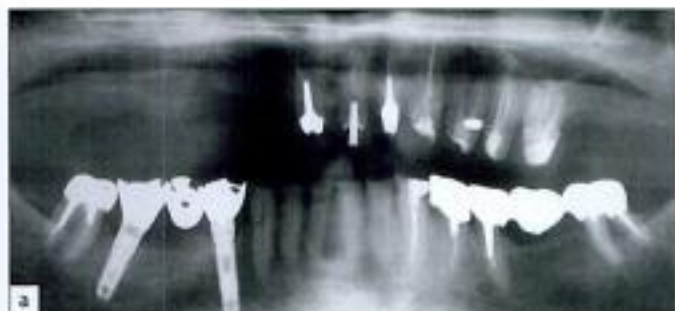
a Radiographie panoramique d'un patient présentant un édentement de classe II de grande étendue opposé à une prothèse sur implants réalisée 10 ans auparavant.
